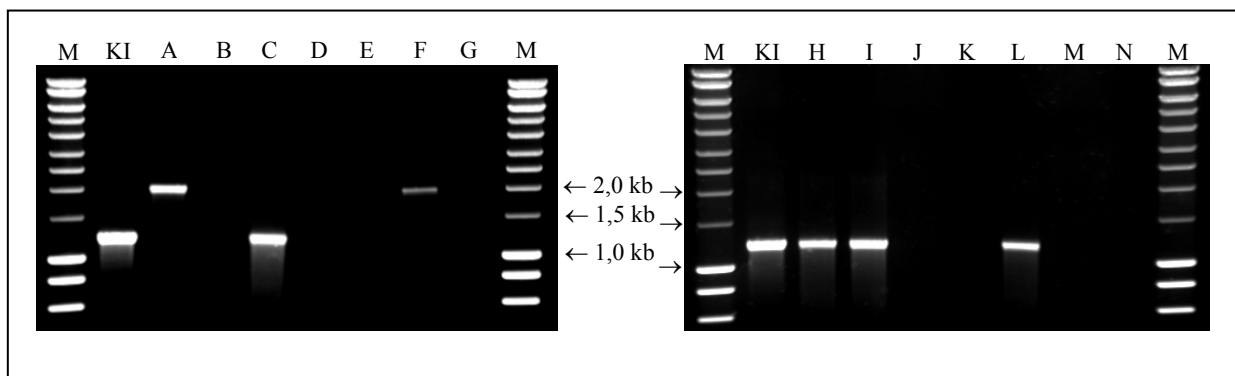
ompK36*-PCR von 14 Transkonjuganten im Vergleich zu Klon I. M: Marker, KI: Klon I, A-N: Transkonjuganten TK-A - TK-N.
